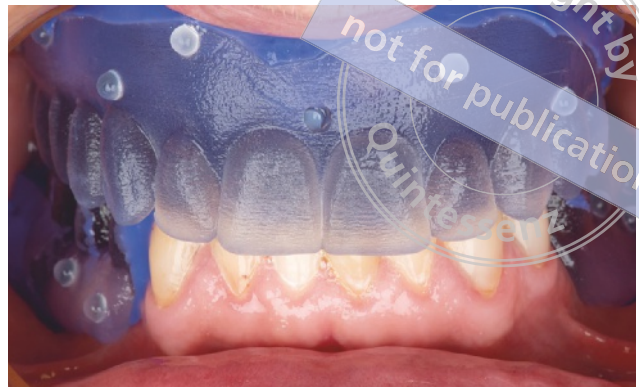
und 12 3-D-gedruckte Röntgenschablonen, vorbereitet für die Dual-Scan-Technik.
